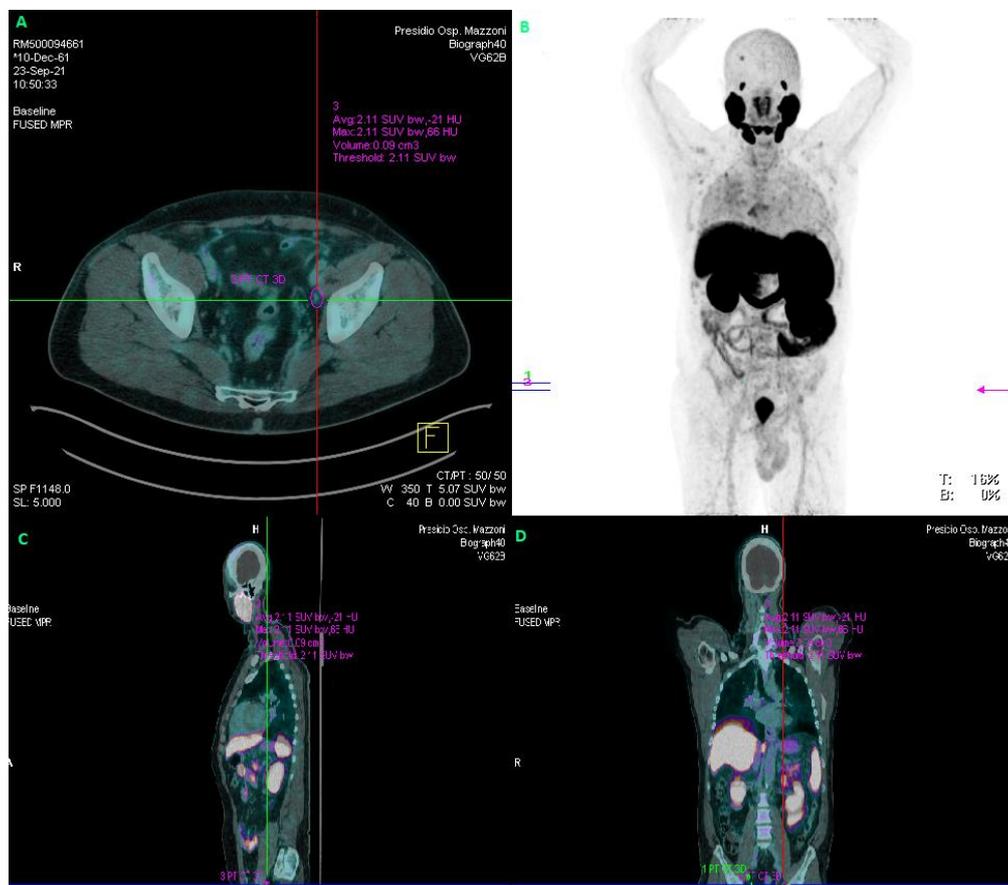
CASO CLINICO 1. Ricostruzioni della PET/CT-1. A) Assiale; C) Sagittale; D) Coronale. B) MIP.
